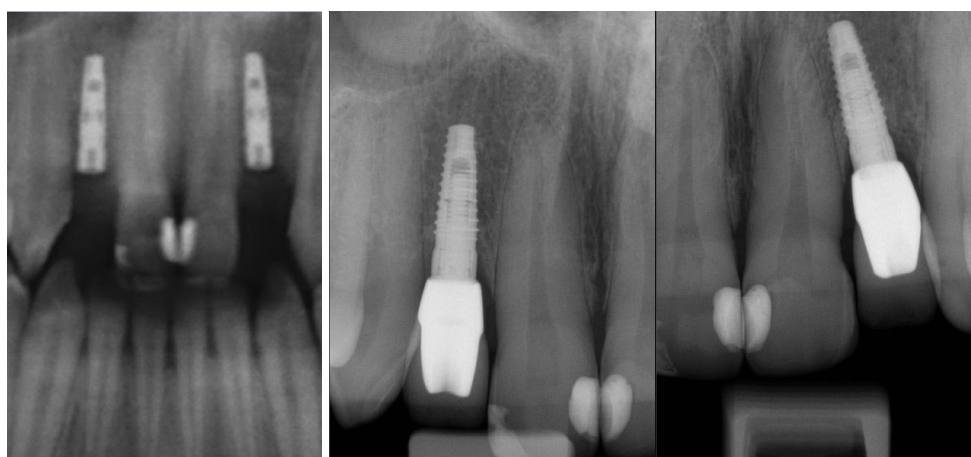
Röntgenologische Situation bei Herrn B. unmittelbar postoperativ (links) und zum Zeitpunkt der Follow-up Untersuchung (rechts)
